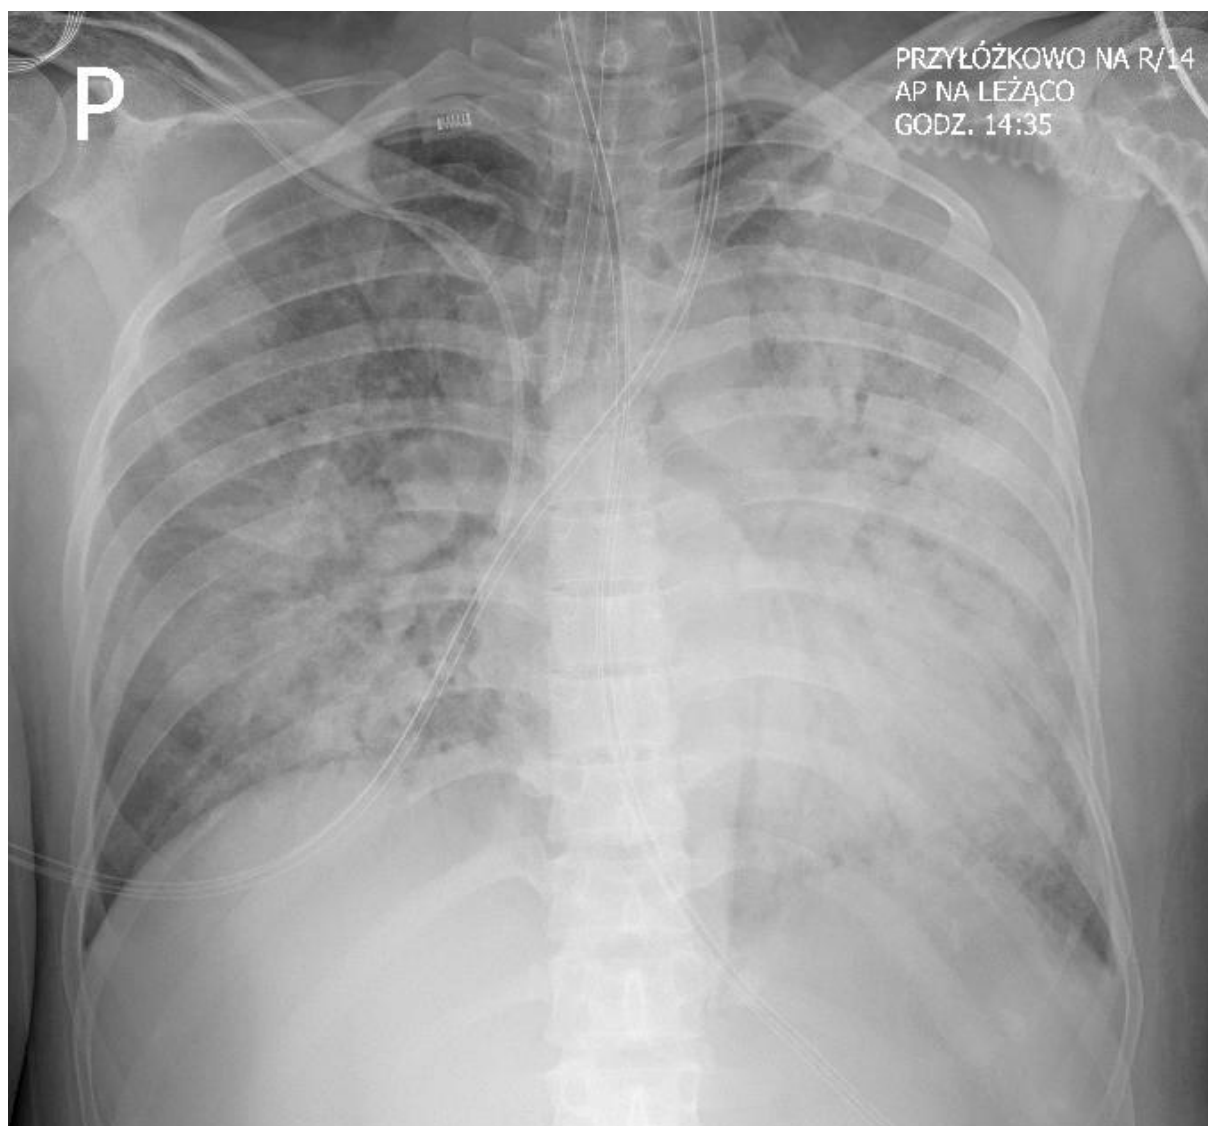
Chest X-ray (2nd day after admission) - bilateral diaphragm positioned normal with obliterated outlines. Almost uniform shadowing of the lung fields that may be due to massive alveolar infiltration and interstitial lesions
